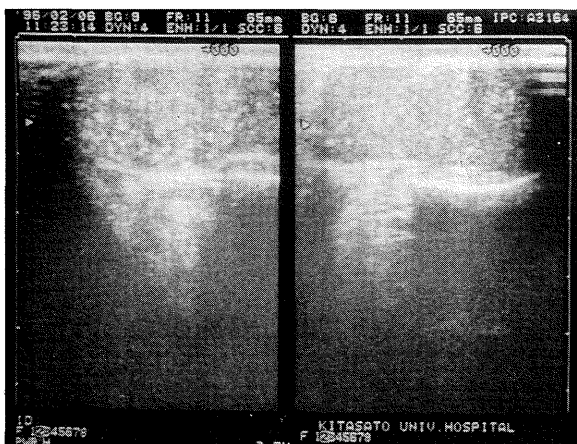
Ultrasonography revealed a diffuse and tiny calcification in bilateral testicles (the left side of ultrasonograph shows the right testicle).
